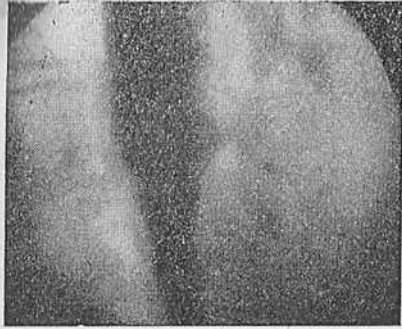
Симптом утолщения стенки пищевода. Выборочный кадр рентгенокинематограммы.
